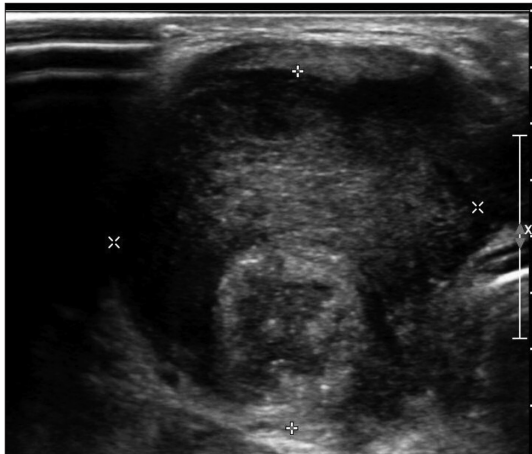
Ultrasound shows an about 32×34×45 mm sized hugeheterogeneous hypoechoic mass in right thyroid lobe.
